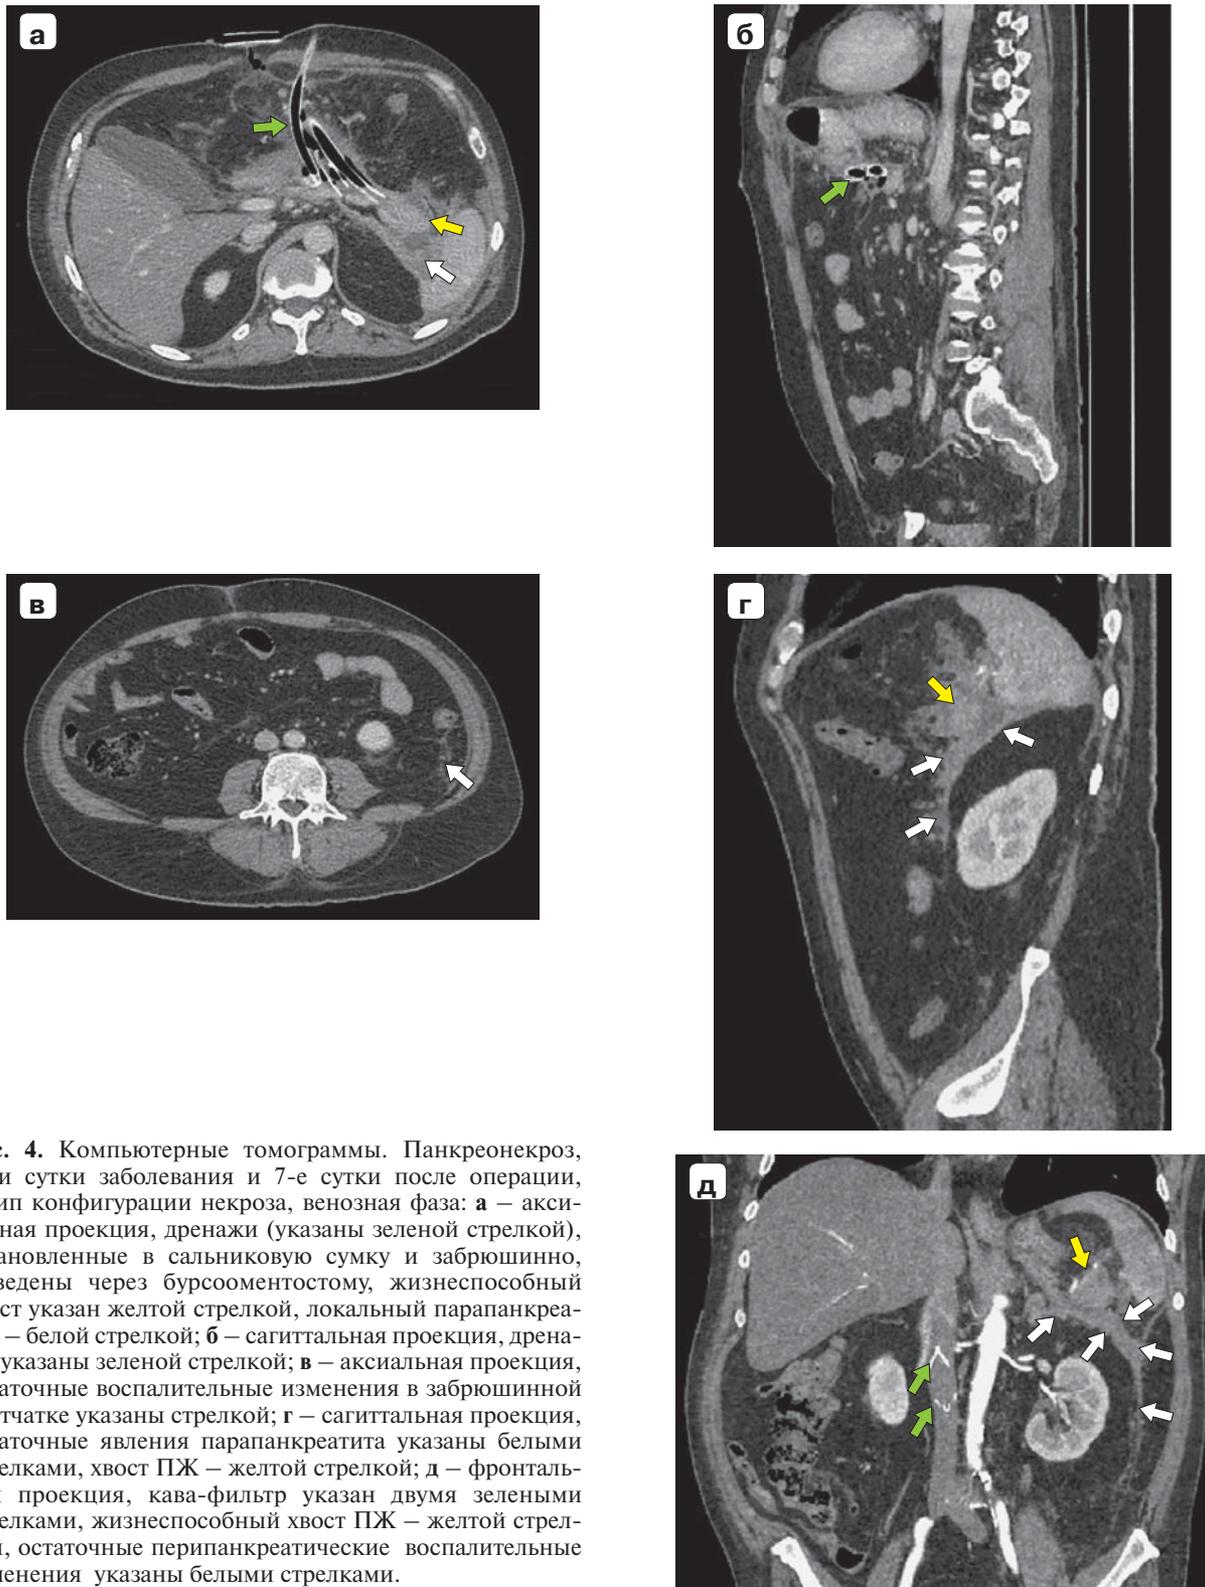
Компьютерные томограммы. Панкреонекроз, 53-и сутки заболевания и 7-е сутки после операции, 1 тип конфигурации некроза, венозная фаза: а – аксиальная проекция, дренажи (указаны зеленой стрелкой), установленные в сальниковую сумку и забрюшинно, выведены через бурсооментостому, жизнеспособный хвост указан желтой стрелкой, локальный перипанкреатит – белой стрелкой; б – сагиттальная проекция, дренажи указаны зеленой стрелкой; в – аксиальная проекция, остаточные воспалительные изменения в забрюшинной клетчатке указаны стрелкой; г – сагиттальная проекция, остаточные явления перипанкреатита указаны белыми стрелками, хвост ПЖ – желтой стрелкой; д – фронтальная проекция, кава-фильтр указан двумя зелеными стрелками, жизнеспособный хвост ПЖ – желтой стрелкой, остаточные перипанкреатические воспалительные изменения указаны белыми стрелками.
